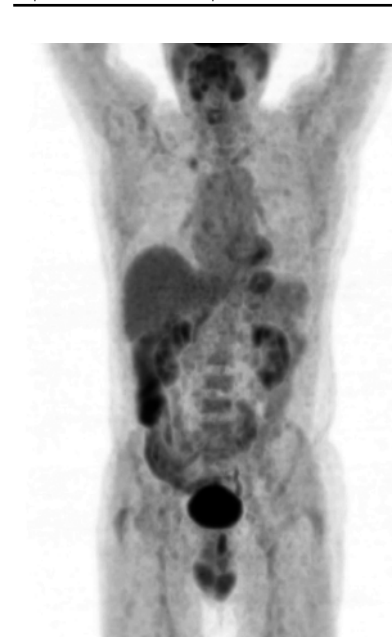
PET scan před zahájením léčby s ipilimumabem
